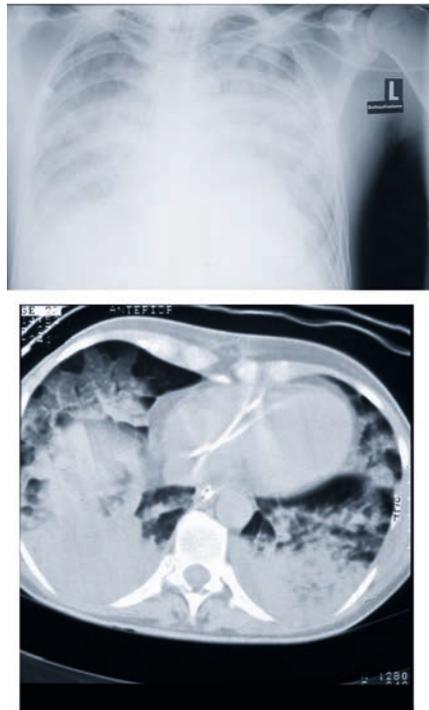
Thoraxröntgen und CT-Schnittuntersuchung bei einem Taucher mit Ertrinkungsunfall.
